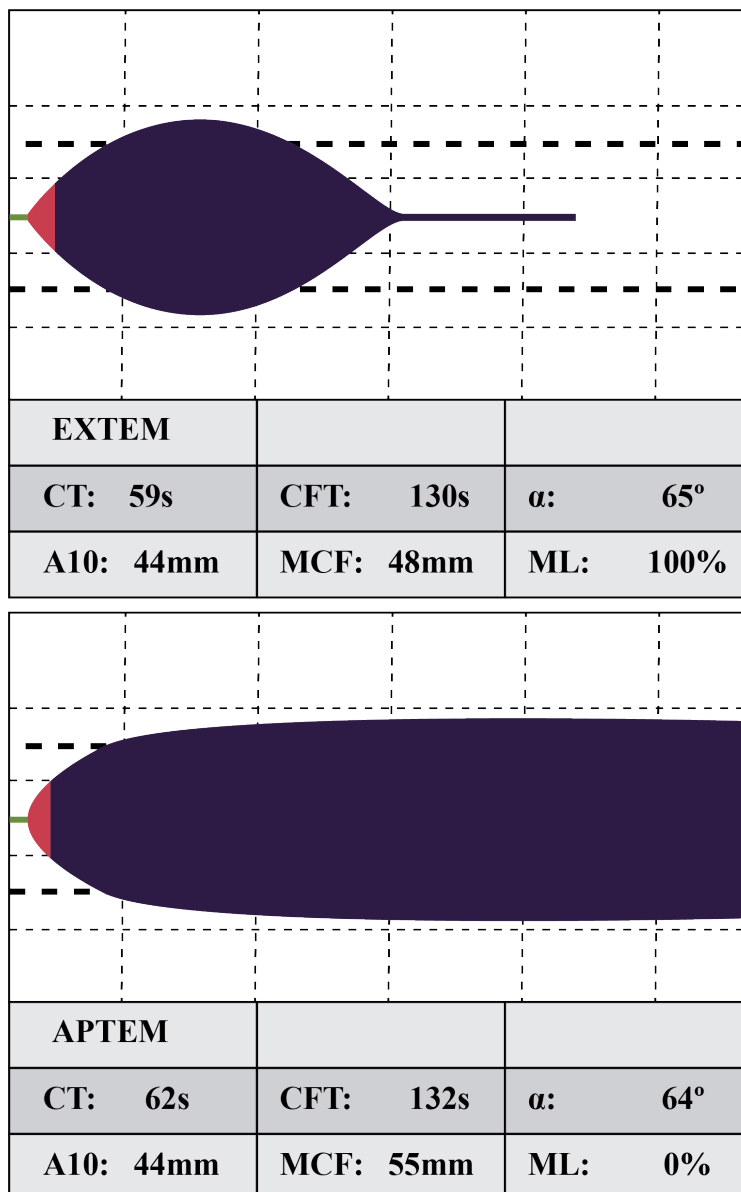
Exemplo de resultado do teste APTEM. Fonte: autoral, adaptado de *Calatzis et al*<sup>72</sup>. CT (expresso em segundos) = Tempo de Coagulação: se refere à formação de trombina, tempo desde a ativação até uma amplitude de 2mm; ALFA (expresso em °) = definido como ângulo entre a linha de base e a tangente da curva de coagulação na amplitude de 2mm; CFT (expresso em segundos) = Tempo de Formação do Coágulo: refere-se à dinâmica da formação de fibrina, intervalo entre a amplitude de 2mm e a de 20mm; A10 = amplitude do gráfico aos 10 minutos; MCF (expressa em mm) = Firmeza Máxima do Coágulo: refere-se à máxima amplitude do gráfico, proporcional à quantidade de fibrinogênio e plaquetas; ML (expressa em %) = Lise Máxima: representa o percentual de redução da amplitude do coágulo após a iniciação da fibrinólise.
